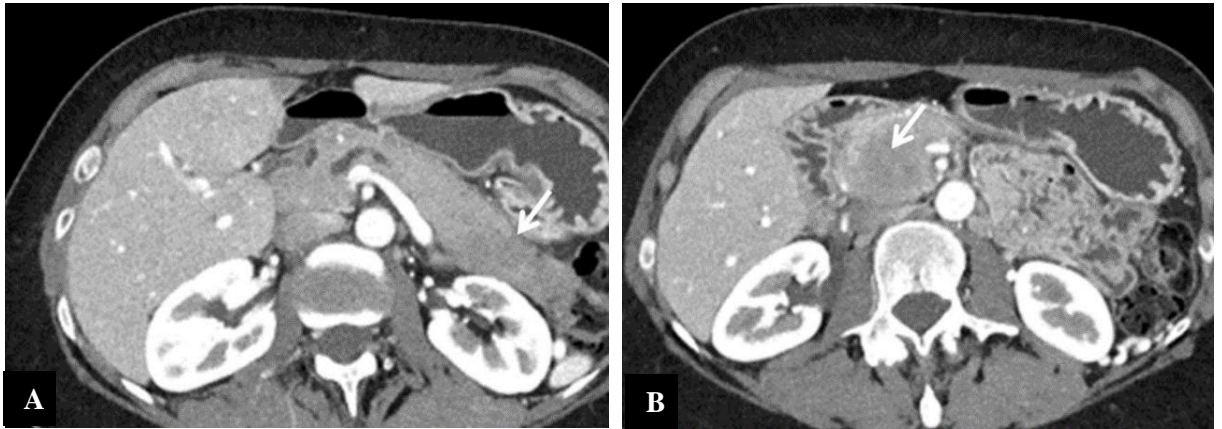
PAI de type 1 confirmée par biopsie. Les images TDM axiales post-contrastes (A, B) montrent des masses hypodenses au niveau de la tête et la queue du pancréas (flèche). Un rehaussement hétérogène de la lésion céphalique avec une dilatation modérée du CPP dans l'isthme sont des signes atypiques (263).
